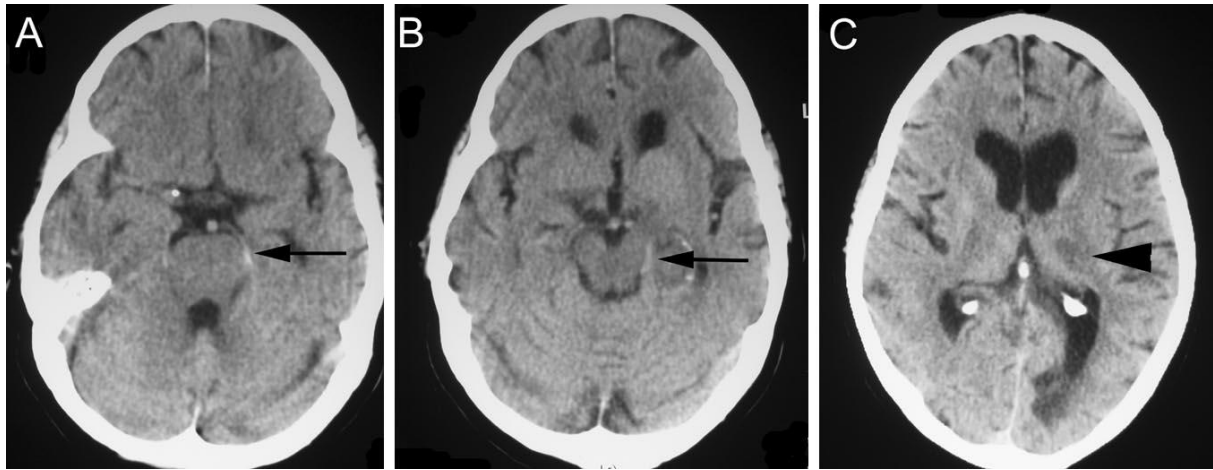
HPCAS gauche (A et B, flèche) et l'hypodensité thalamique (C, tête de flèche) et occipitale gauche secondaire sur une TDM réalisée à 24h (Krings et al)
